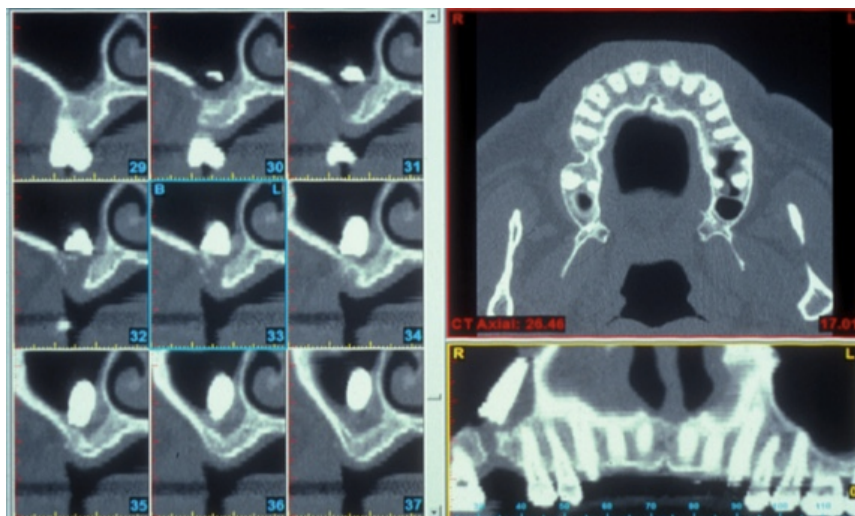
Tomografia computadorizada de um paciente onde foi realizada elevação do seio maxilar com colocação imediata do implante. O implante tornou-se móvel e foi deslocado para o seio maxilar direito (Misch; Resnik; Misch-Dietsh, 2007).
